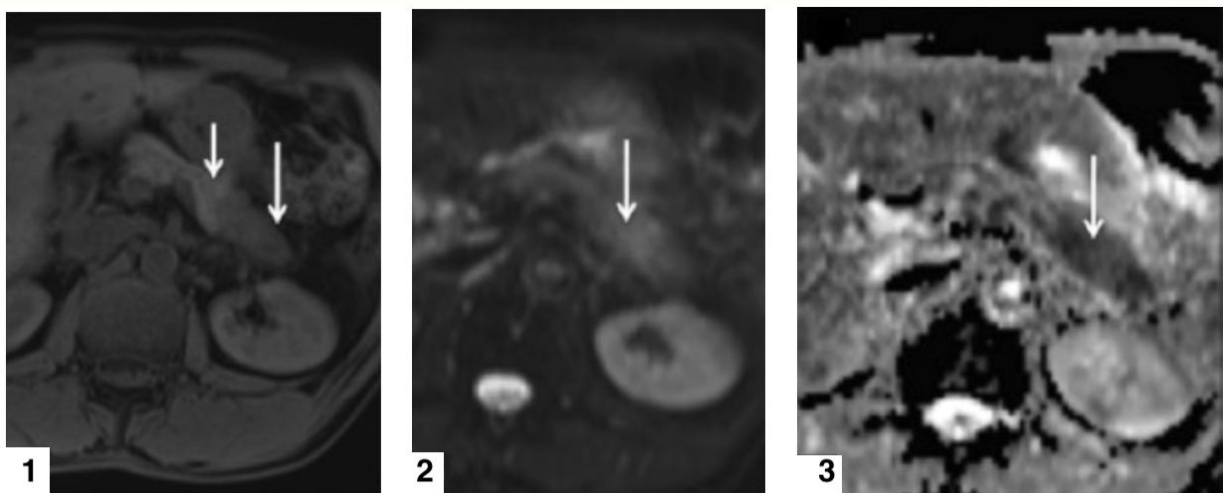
(1) IRM coupe axiale en séquence pondérée T1 chez un patient atteint de pancréatite auto-immune focale montrant une lésion hypointense dans la queue du pancréas. Sur la séquence diffusion (2) et ADC (3) correspondants, il existe une restriction de la diffusion (flèche).
